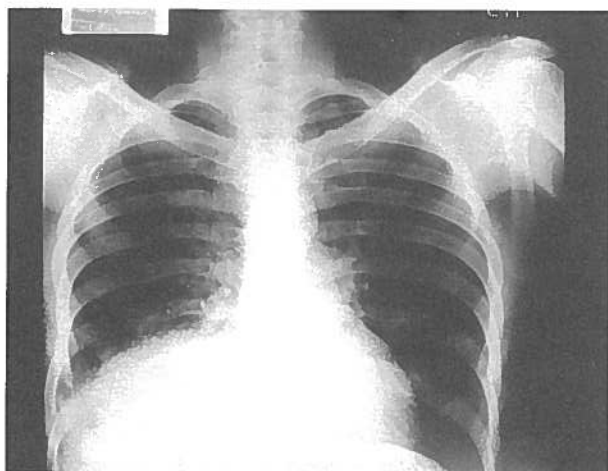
Teleradiografia do torax evidenciando condensação no lobo pulmonar inferior direito.
